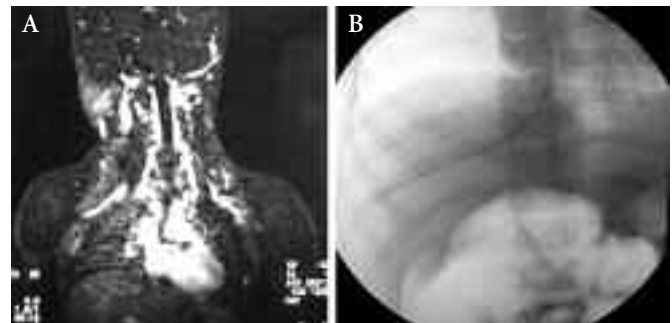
Trombosis del sistema venoso profundo. Resonancia magnética (izquierda) mostrando trombosis de vena cava superior. Derecha: inserción de un catéter de Hickman transparietohepático en aurícula derecha.
